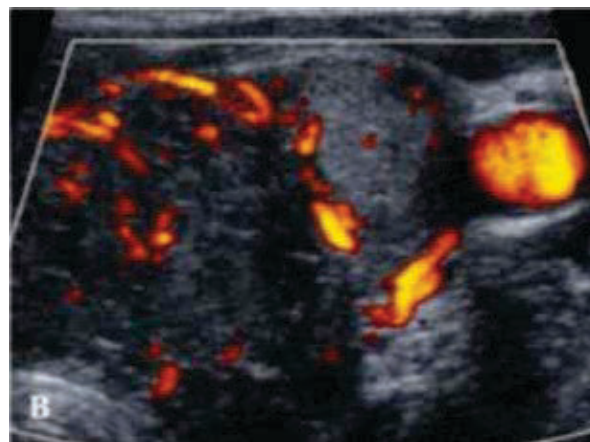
Paciente femenina de 67 años de edad, con nódulo tiroideo. A) Se observa nódulo tiroideo izquierdo bien definido, ecoestructura heterogénea, ecogénico, el parénquima de la glándula es hipocóico con cambios que sugieren tiroiditis asociada a incremento de su vascularidad, B) con escasa vascularidad a la aplicación de Doppler poder, que a la BAAF correspondió con neoplasia folicular.
